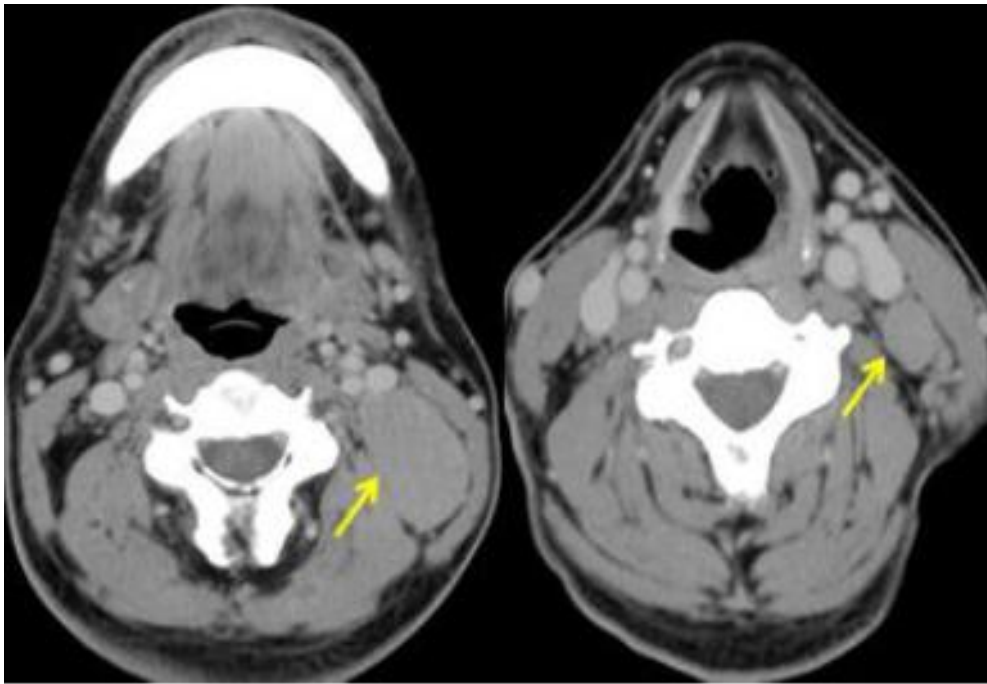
TDM cervicale en coupe axiale après injection de produit de contraste iodé : ADP jugulo carotidiennes gauches dont la plus grande mesure moins de 6cm
